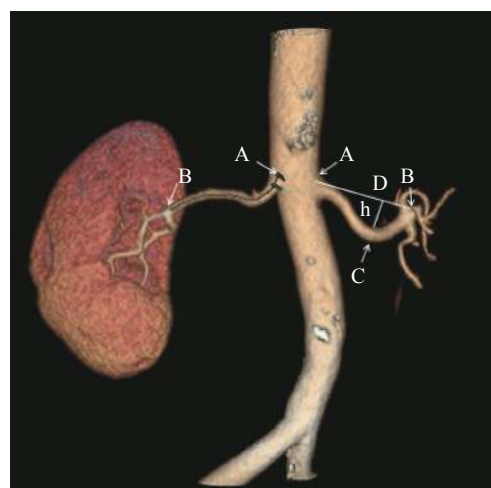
肾动脉狭窄 CTA 容积再现图 图中，A 点：腹主动脉肾动脉交叉点；B 点：肾动脉主干与第一分支交点；C 点：肾动脉主干最大曲度顶点；D：A、B 两点连线的最短距离；h：肾动脉主干最大曲度顶点(C 点)至 D 的垂直距离；右肾动脉主干长度定义为 A、B 两点的肾动脉走行节段距离；左肾动脉主干最大曲度定义为 T=h/D。CTA：CT 血管造影。
